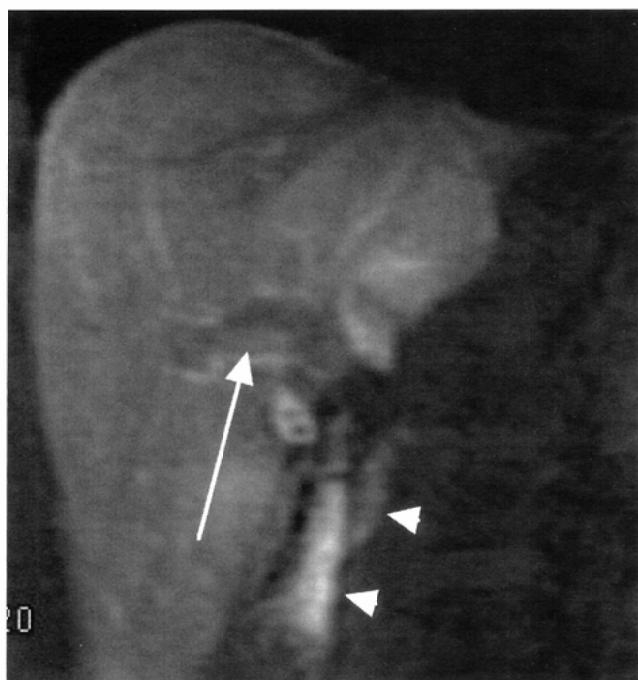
A 56-year-old woman with liver metastasis from colon carcinoma (case 11, study 19). The first phase of reservoir-MRI shows enhancement of an extrahepatic lesion (arrowheads) and the lower part of the portal vein (arrow).
